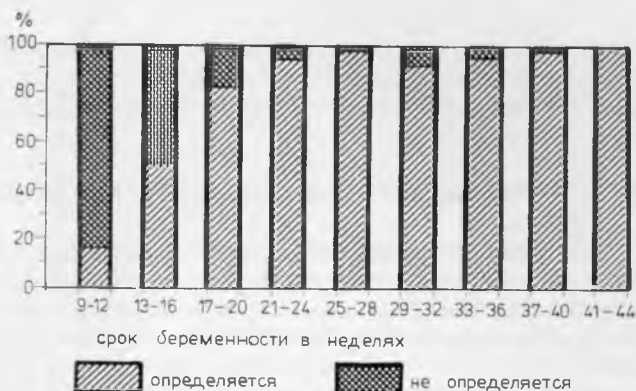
Возможности выявления жизнедеятельности плода в различные периоды беременности методом, основанным на феномене Doppler (Bishop, 1966)
